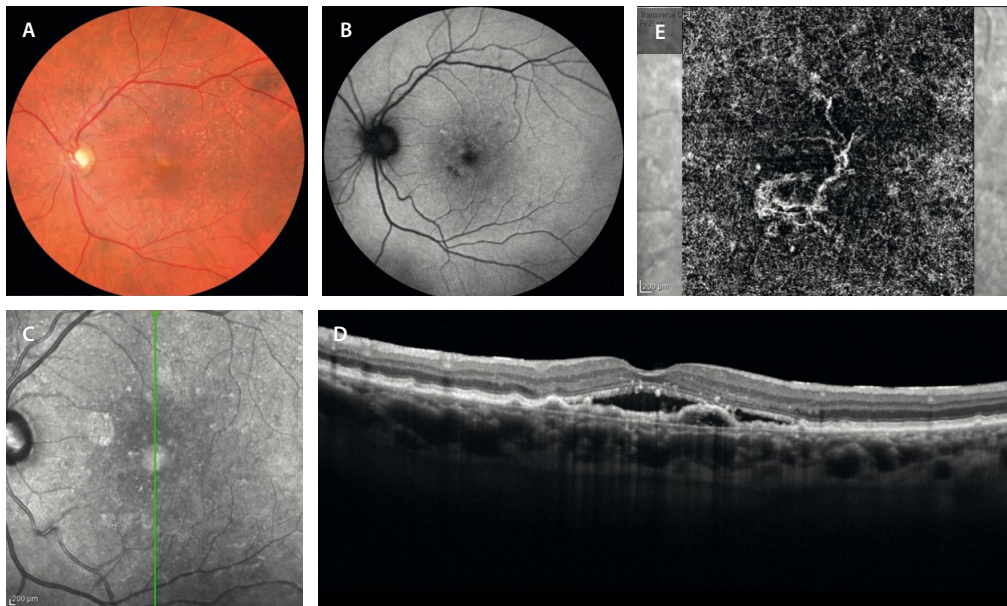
SIRE como presentación de una membrana neovascular de tipo 1. A) La retinografía a color muestra drusas en el polo posterior y cambios pigmentarios sutiles en el área perifoveal. B) Estos cambios del epitelio pigmentario de la retina podrían verse como pequeñas áreas hipoautofluorescentes en la autofluorescencia azul. C) La imagen cercana a la infrarroja destaca un área algo hiporreflectiva foveal (se ven dos artefactos hiperreflectivos). D) Esta área coincide en la tomografía de coherencia óptica con un desdoblamiento del epitelio pigmentario de la retina y la membrana de Bruch con un tejido de contenido mixto pero predominantemente hiporreflectivo y plano (SIRE) que asocia fluido subretiniano. E) La imagen *en face* de la angiografía por tomografía de coherencia óptica demuestra la presencia de la membrana neovascular de tipo 1 segmentando correctamente a nivel de la coriocapilar.
